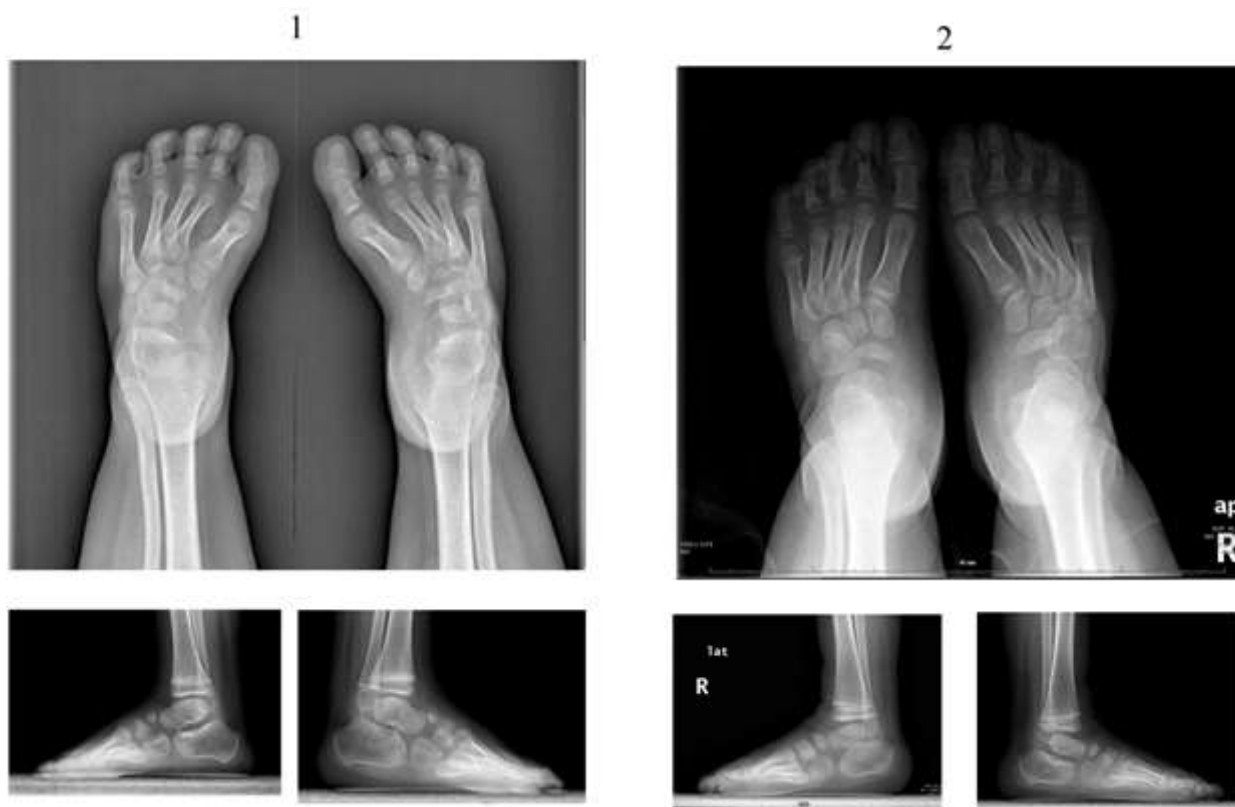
Результаты рентгенологического обследования в прямой и боковой проекциях пациента 1 (4 года) с врожденной двусторонней косолапостью без неврологических нарушений и пациента 2 (5 лет) с врожденной двусторонней косолапостью, сопровождающейся врожденной аномалией развития позвоночника на фоне полупозвонка L5
